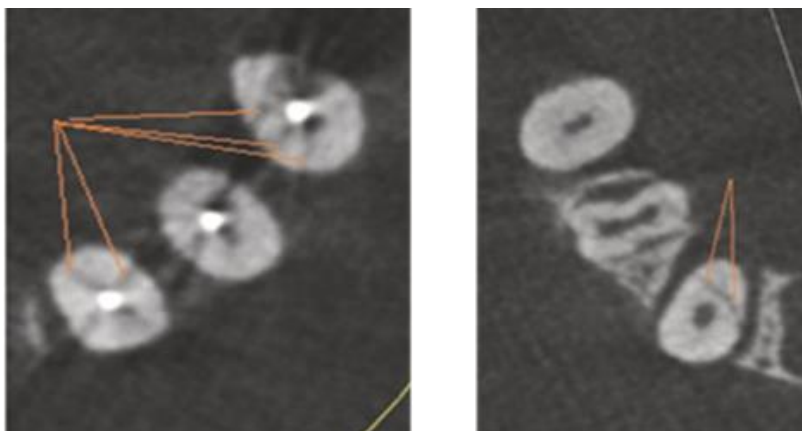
Tomografía de Haz Cónico, flecha señala la fractura vertical radicular. (imagen) Uso de la Tomografía Volumétrica de Haz Cónico en el diagnóstico de fracturas de raíz. 2009, DOI: [10.1016/j.tripleo.2009.01.017](https://doi.org/10.1016/j.tripleo.2009.01.017)
